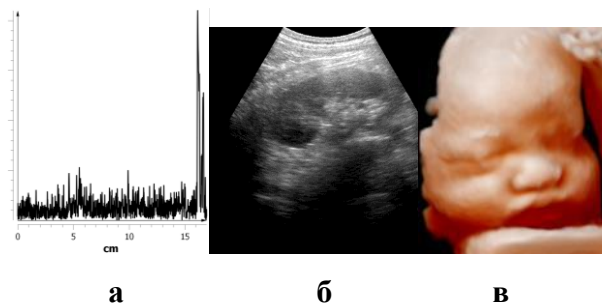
Демонстрация данных УЗИ в различных режимах: а – А; б – В; в – 3D [64]
